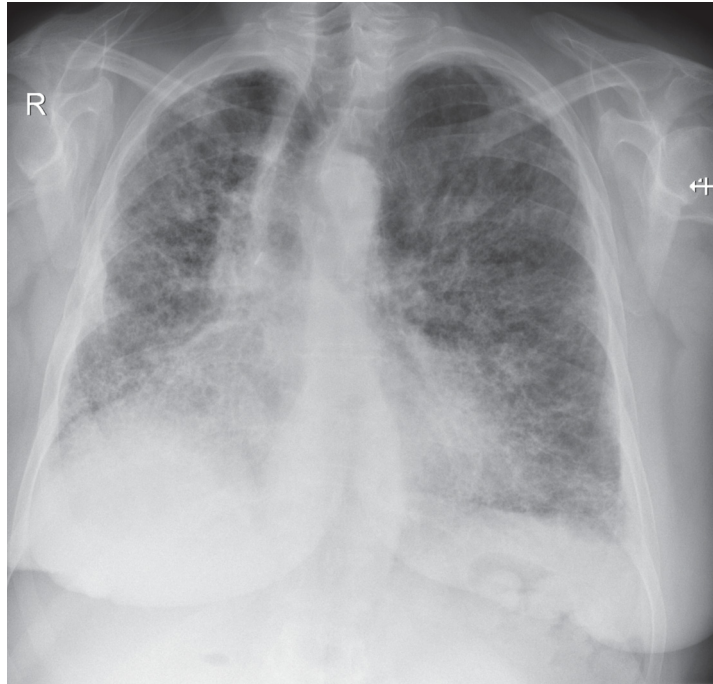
Lungenfibrose im konventionellen Röntgen (Quelle: institutseigene Daten)
